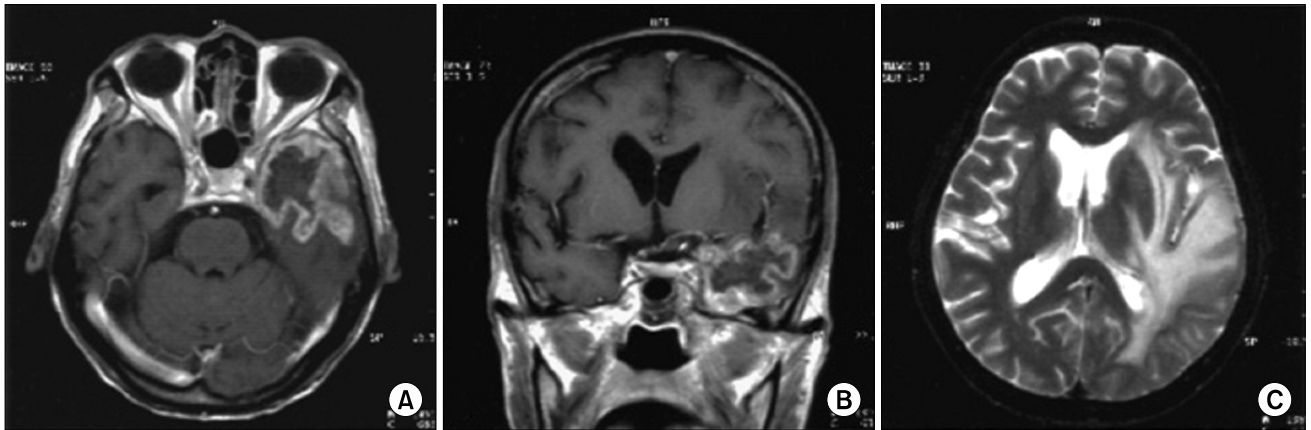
Brain necrosis following radiation for nasopharyngeal carcinoma. Temporal lobe necrosis with irregular contrast-enhancing rim and adjacent white matter edema extending to parietal lobe, forming typical finger-like appearance. (A) T1-weighted axial image with contrast. (B) T1-weighted coronal image with contrast. (C) T2-weighted axial image.
